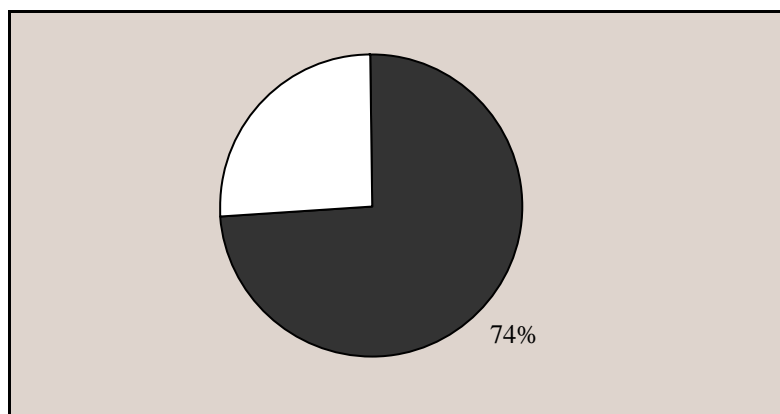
Anteil der überlappenden Aufnahmen (n=92) der 124 des Spiral-CT.
